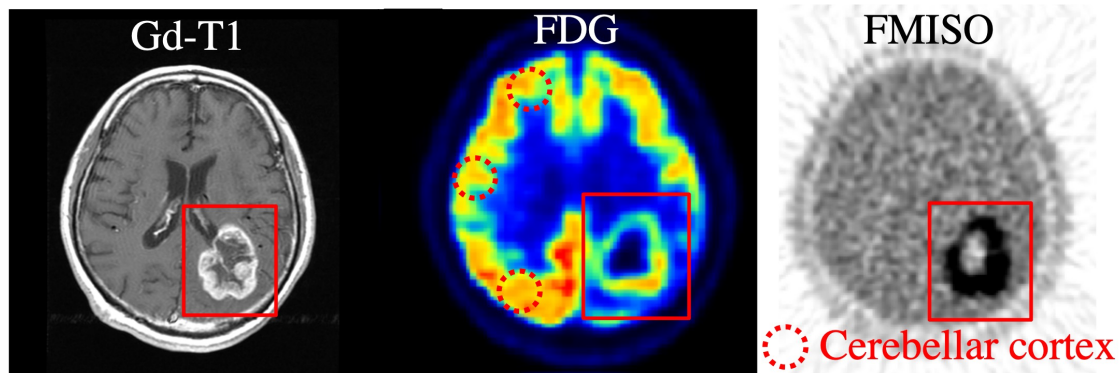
ガドリニウム造影 T1 強調像画像，FDG-PET 検査所見，FMISO-PET 検査所見の一例．
